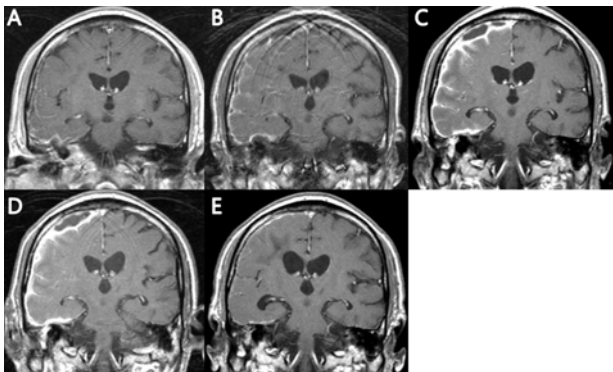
Coronal postcontrast T1-weighted MR scan shows extensive subdural empyema with peripheral enhancement of right subdural collections(B) in comparison with 2 weeks before medication vancomycin and metronidazole(A). After 10days of discontinuation from antibiotics, MR scan shows marked enlargement subdural collections of the right hemisphere convexity(C). No interval change of thick meningeal enhancement along right cerebral convexity after 2 weeks of medication cefepime and metronidazole(D). Empyema was regressed after 4 weeks of treatment with imipenem(E).
